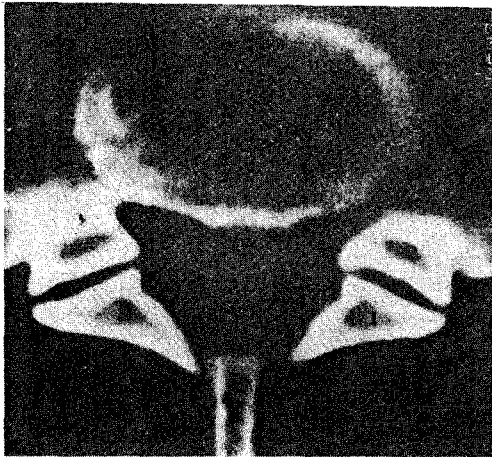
Normal CT view of both L₄₋₅ facet joints.
